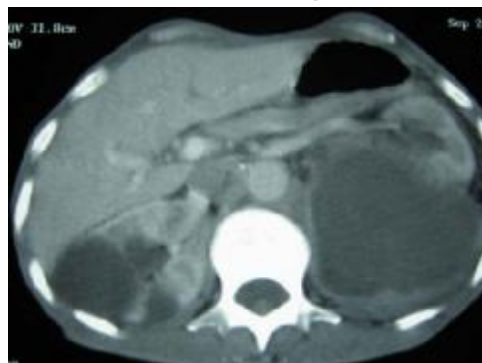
TDM abdominale en coupe axiale au temps de réhaussement parenchymateux, montrant une volumineuse collection rétro rénale gauche grossièrement ovale, de densité liquidienne, à paroi épaisse réhaussée après injection de produit de contraste iodé.
